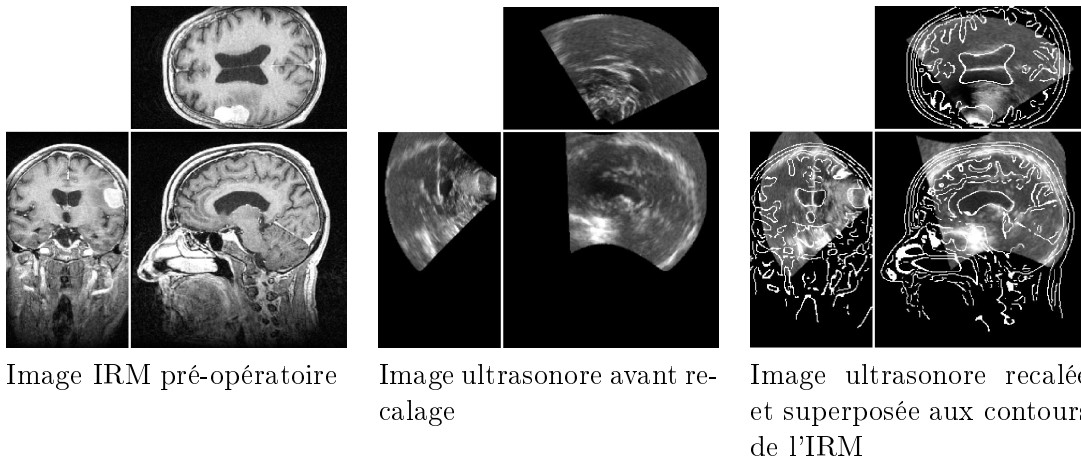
Recalage rigide 3D d'images cérébrales IRM et ultrasonore par maximisation d'un rapport de corrélation généralisé. Données fournies par ISM Salzburg (Autriche) et le Max Planck Institute, Munich (Allemagne), dans le cadre du projet européen ROBOSCOPE.*
